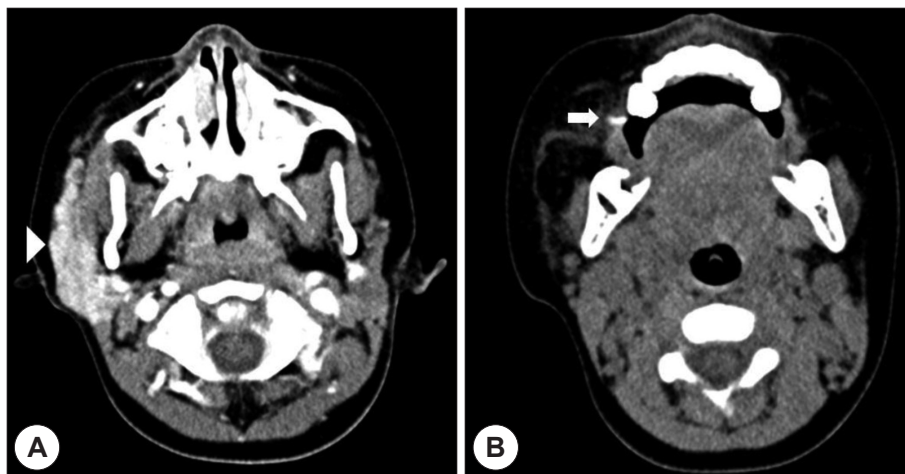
A : Enhanced axial neck CT scan shows enlarged high density homogenous right parotid gland (arrow head). B : Non-enhanced axial neck CT scan shows linear high density lesion in the right Stensen's duct orifice of buccinator (arrow).
